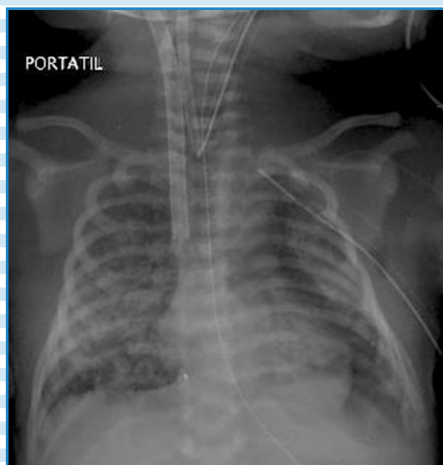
RADIOGRAFÍA DE UN RNT CURSANDO UN SAM. DESTACAN IMÁGENES QUE COMBINAN COMPROMISO INTERSTICIO ALVEOLAR, ÁREAS DE COLAPSO LEVE CON SIGNOS DE UN NEUMOTÓRAX A IZQUIERDA, PARCIALMENTE DRENADO CON LA POSTURA DE UN TUBO PLEURAL. EL PACIENTE SE ENCUENTRA INTUBADO Y CONECTADO A ECMO VENOARTERIAL.
